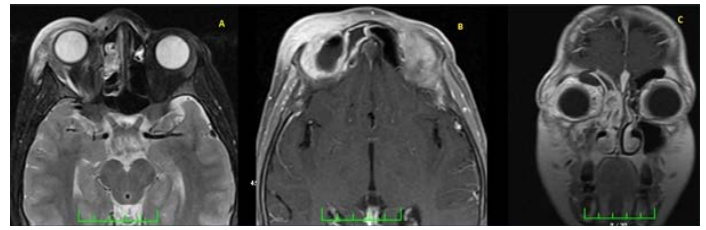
Orbita magnetic resonance imaging; Orbital cellulitis and extraconal abscess A- Axial T2 weighted image: Preorbital cellulitis and ethmoid sinusitis. B- Axial contrast enhanced T1 weighted image: Preorbital cellulitis and extraconal abscess. C- Coronal contrast enhanced T1 weighted image: Preorbital cellulitis, frontal, ethmoid and maxillary sinusitis and extraconal abscess.
